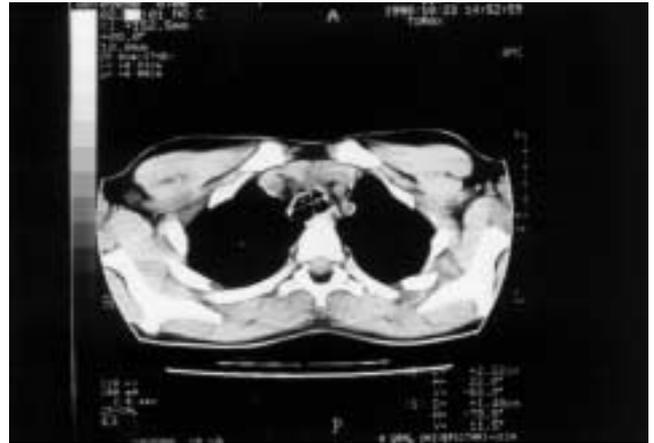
TAC pulmonar que evidencia un diámetro anteroposterior de la tráquea de 2,22 cm (Edad del paciente 12 años).
